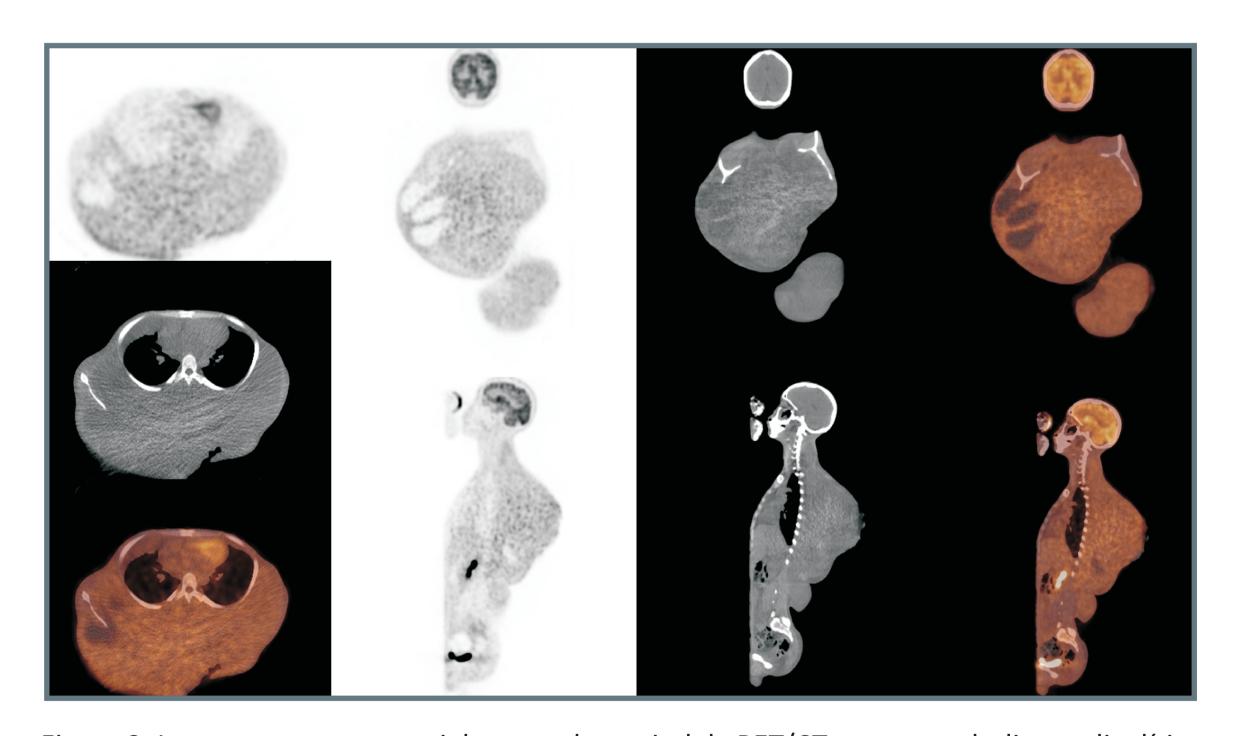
Imagens nos cortes axial, coronal e sagital da PET/CT com metabolismo glicolítico heterogêneo em formações expansivas confluentes e lobuladas, compatível com neoplasia ativa.
